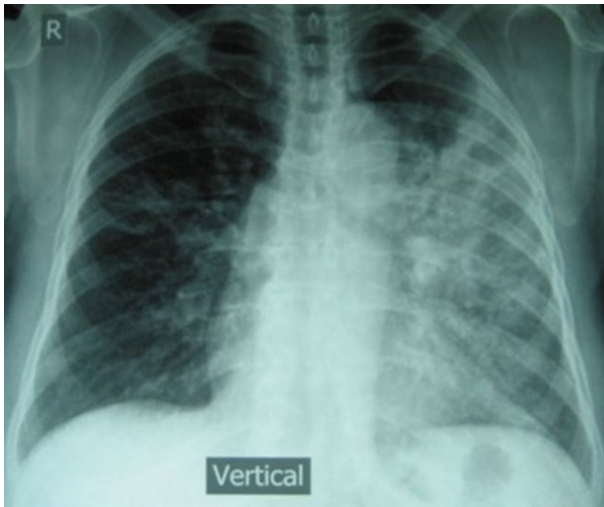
Radiografía de tórax de una persona con TB en el pulmón. No todos los pacientes tienen la misma presentación, es solo un ejemplo. Normalmente los pulmones se observan de color oscuro, pero se ve que en la parte derecha está más blanco, lo cual sugiere que el pulmón está enfermo
